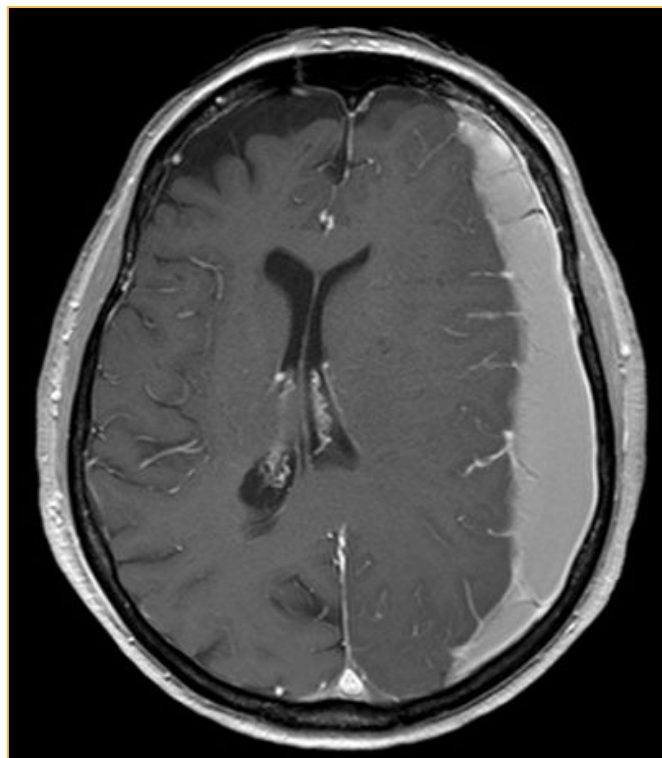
Beispiel für ein chronisches Subduralhämatom kernspintomographisch dargestellt
